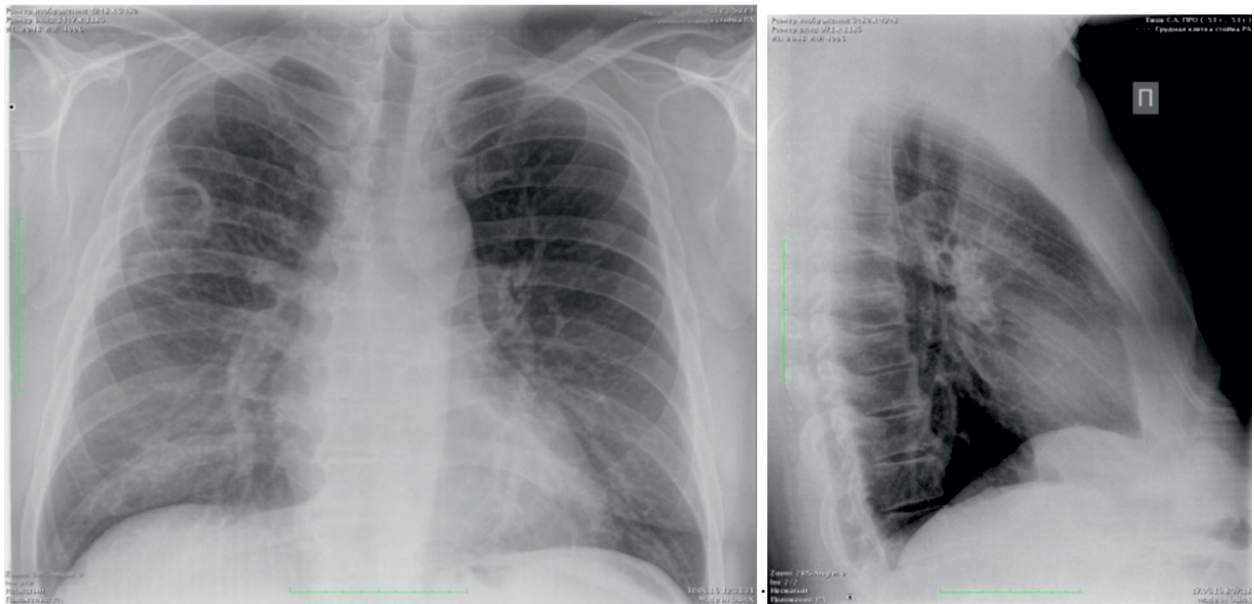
Рентгенограммы органов грудной клетки 10 июня 2016 г.
